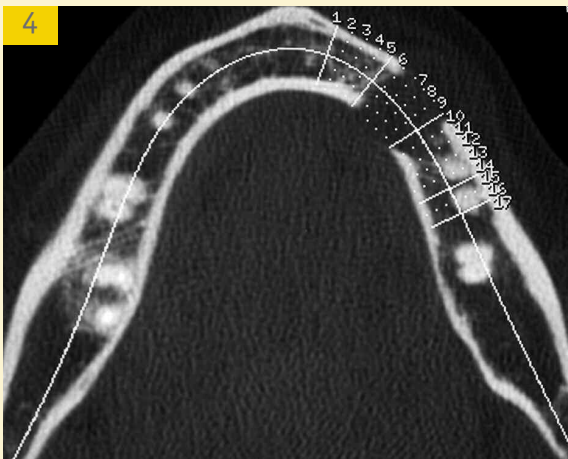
Image scanner de la lésion / *CT Scan.*
